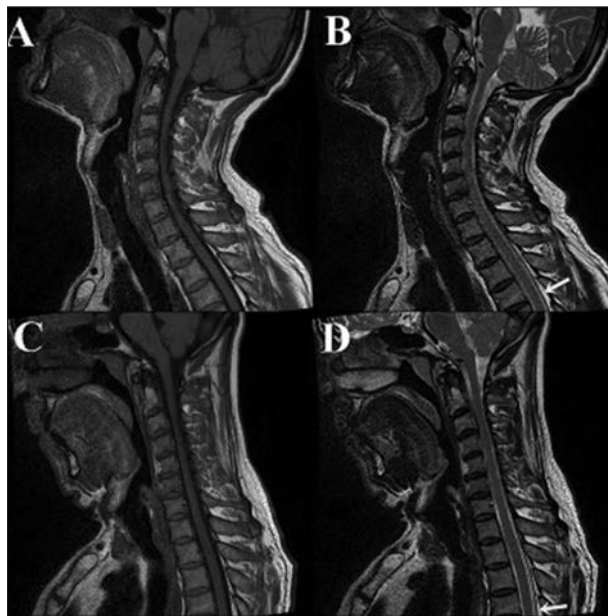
Cervical MRI revealed enlarged posterior epidural space with anterior displacement; arrows show epidural spaces
